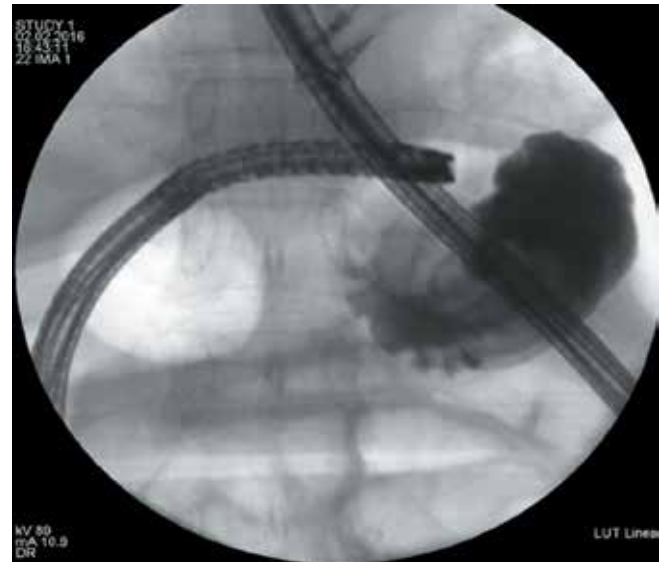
Рентгенологический контроль при проведении энтероскопа
